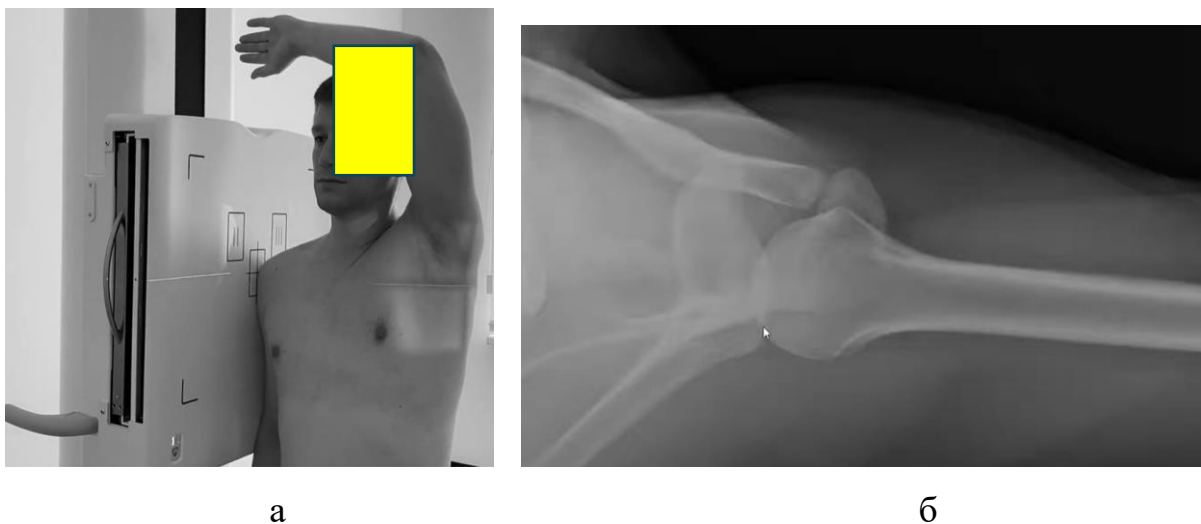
Укладка хворого (а) та рентгенографія плечового суглоба (б) в аксилярній проекції.
